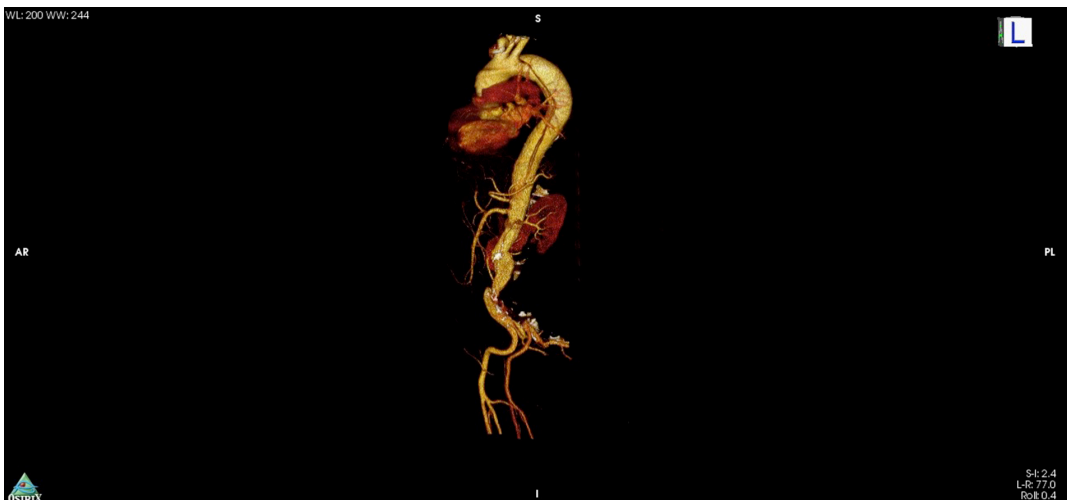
Angiotomografia computadorizada de admissão evidenciando dissecação aórtica de tipo B de Stanford.
